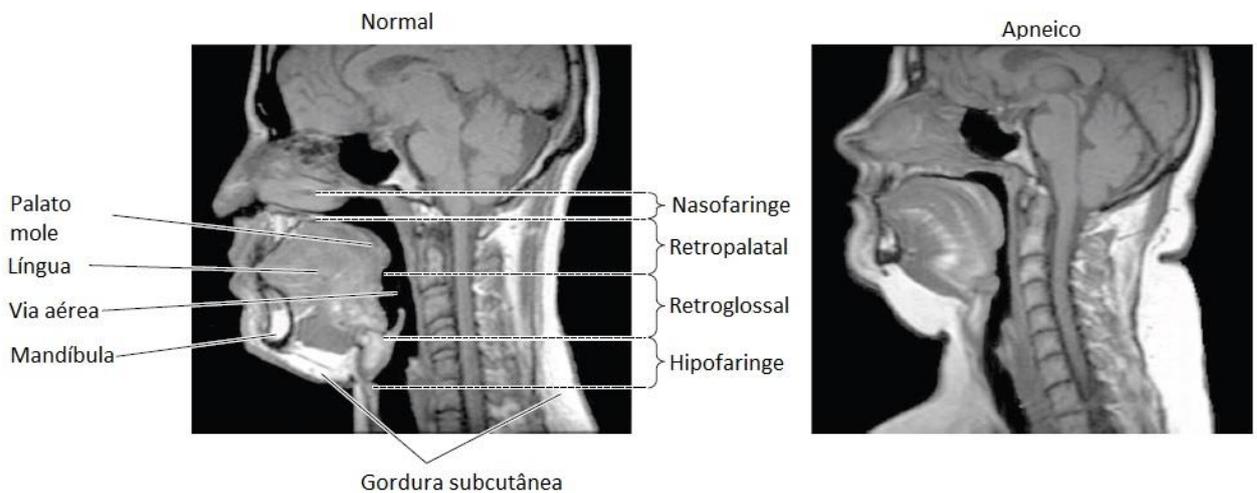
Adaptada de Dempsey et.al 2010¹: Imagem de ressonância magnética adaptada de um paciente sem e com apneia grave. Depósitos de gordura são vistos em branco sobre a imagem. No paciente com apneia, a via aérea superior é menor, tanto na região retropalatal e retroglossal; o palato mole é mais longo e o tamanho da língua é maior; a quantidade de gordura subcutânea é maior.
